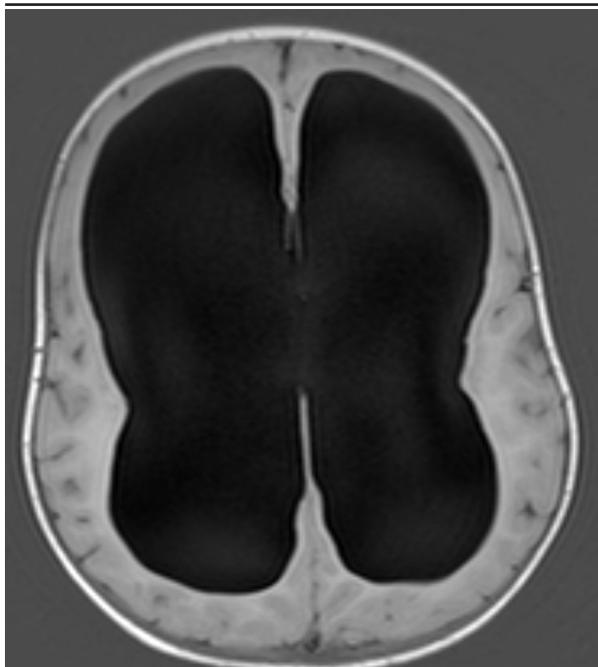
Patiente n° 1. Coupe axiale en IRM cérébrale, pondérée en flair: Dilatation majeure du système ventriculaire et amincissement du parenchyme cérébral avec réduction du volume des espaces péricérébraux.
